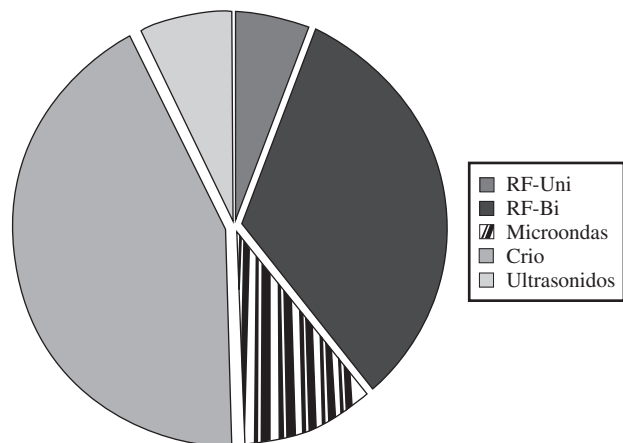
Diferentes tipos de energía empleados en cualquier tipo de ablación. RF-Uni: radiofrecuencia unipolar; RF-Bi: radiofrecuencia bipolar; microondas, crioablación y ultrasonidos. El corte y el láser no fueron empleados en ningún caso.
